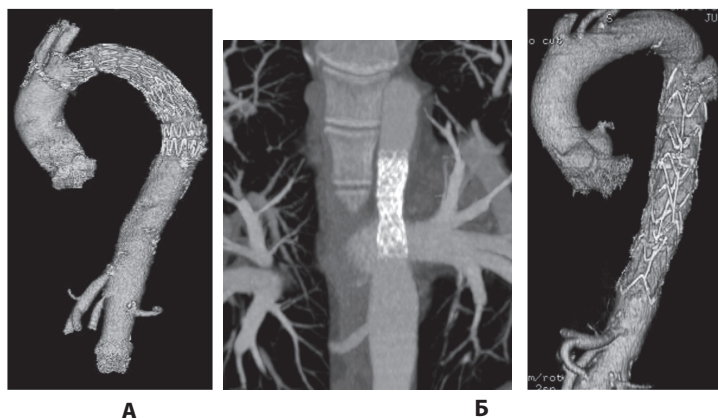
КТ-аорты. А — стентирование дуги аорты, Б – стентирование грудной аорты
